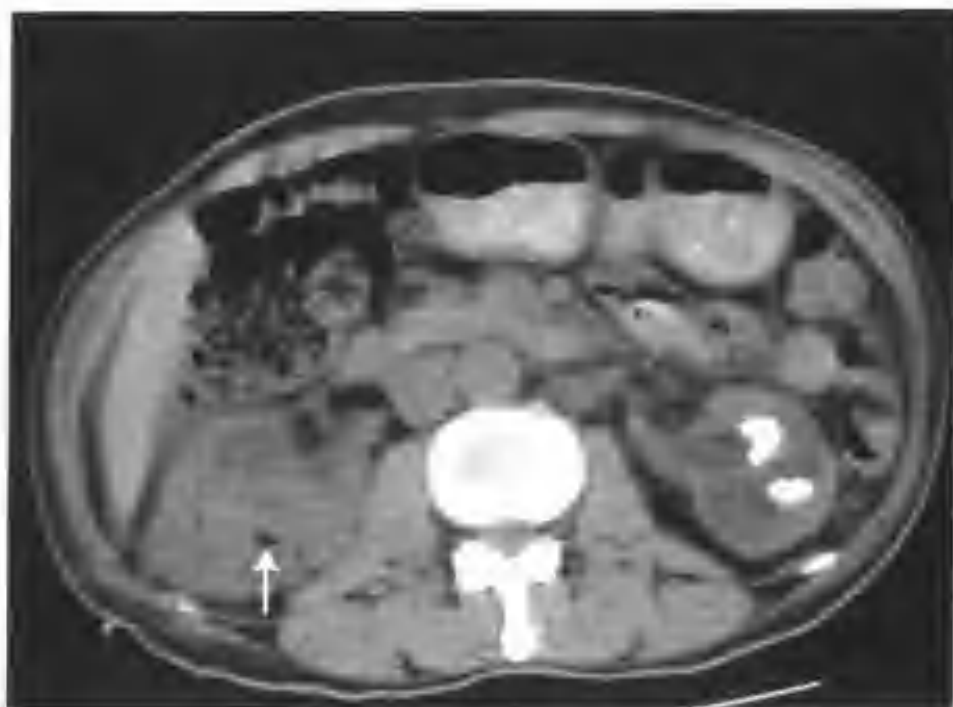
与图 4-5-15 为同一病例, 示 CT 平扫不同层面所见, 箭头示右肾局部见一斑点状极低密度区
